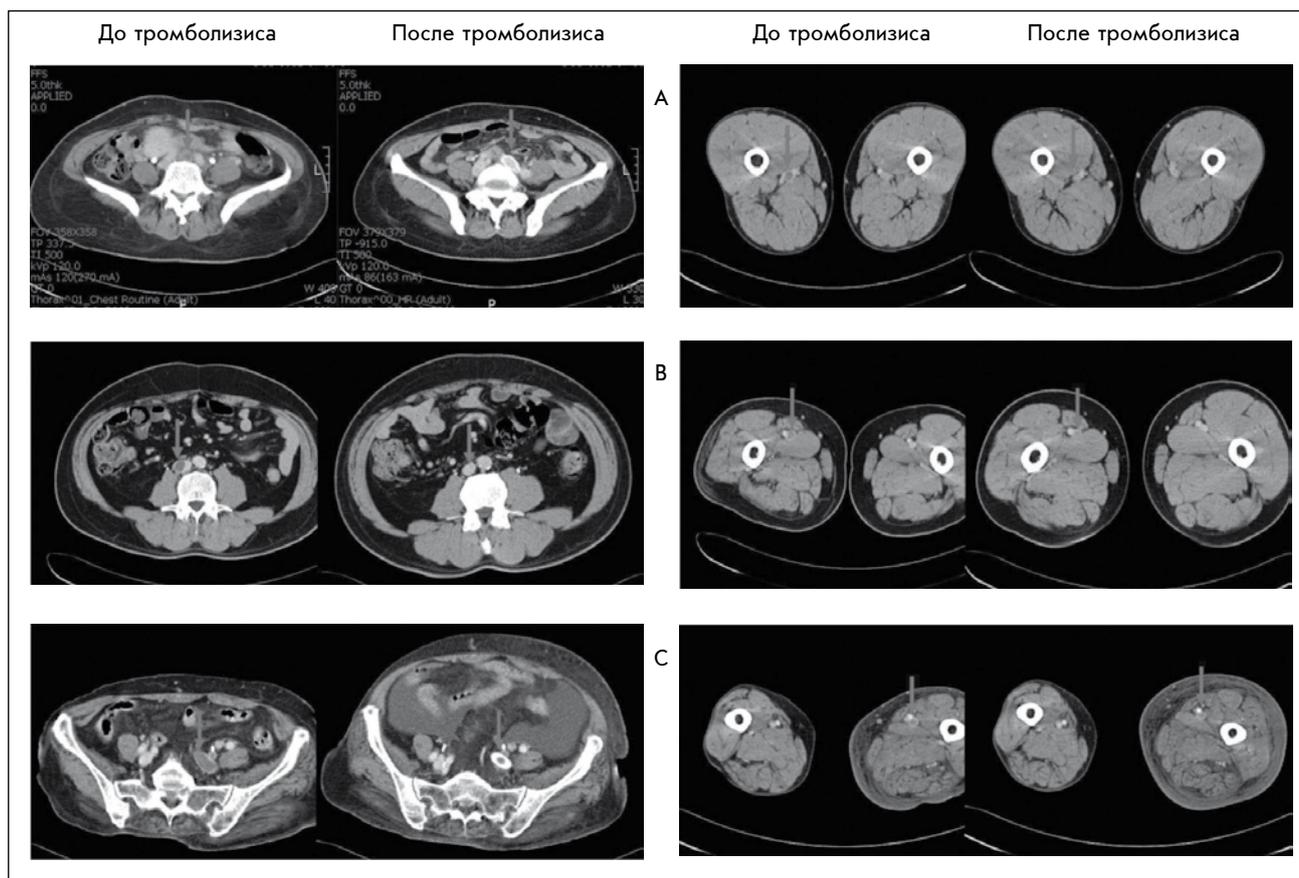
МСКТ ангиография показывает полное удаление тромба (А), частичное удаление тромба (В) и неэффективность лечения (С). Каждый А-1, В-1, С-1 в осевом виде до тромболизиса на уровне выше подвздошной вены (стрелка), и А-2, В-2, С-2, в осевой вид после тромболитической терапии на уровне поверхностной бедренной вены (стрелка). МСКТ, мультиспиральная компьютерная томография.
